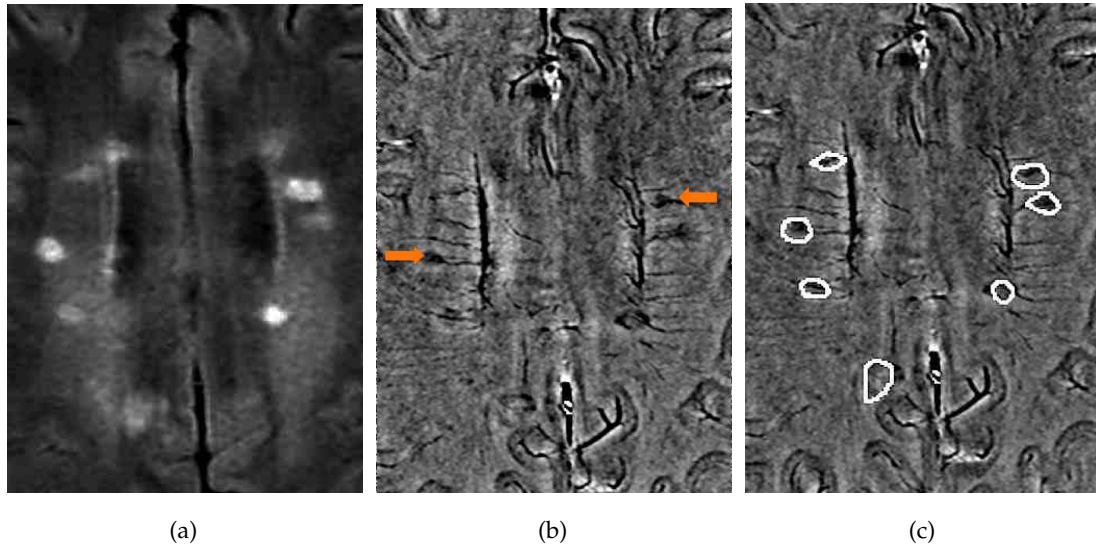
Die mit einem Pfeil markierten Läsionen in Phase (b, c) sind typischerweise homogen hypointens und kleiner als im FLAIR Kontrast (a).
